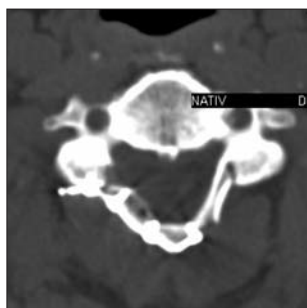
Axial CT image shows the fixed bone graft with titanium miniplates at the level of C III: the cervical spinal canal diameter is enlarged
